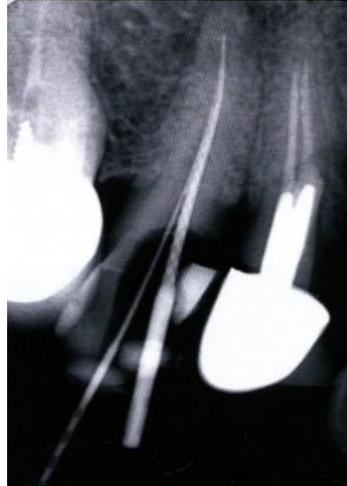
Radiographie instruments en place.
